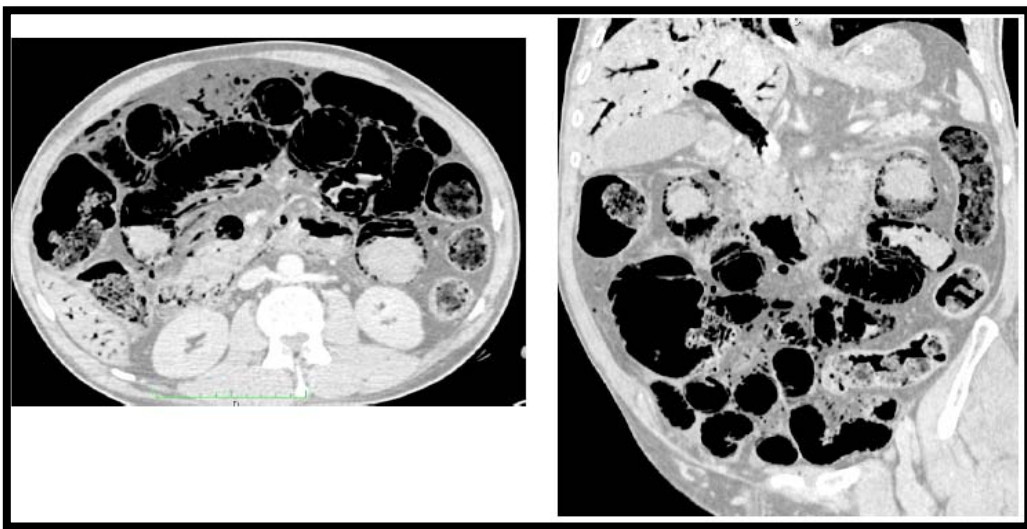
TDM C+ coupe axiale et sagittale objectivant les signes de gravité d'une occlusion intestinale grêlique: Epaissement pariétal, défaut de rehaussement, Pneumatose pariétale, aëromésentérie, aéroportie et infiltration des mésos.
